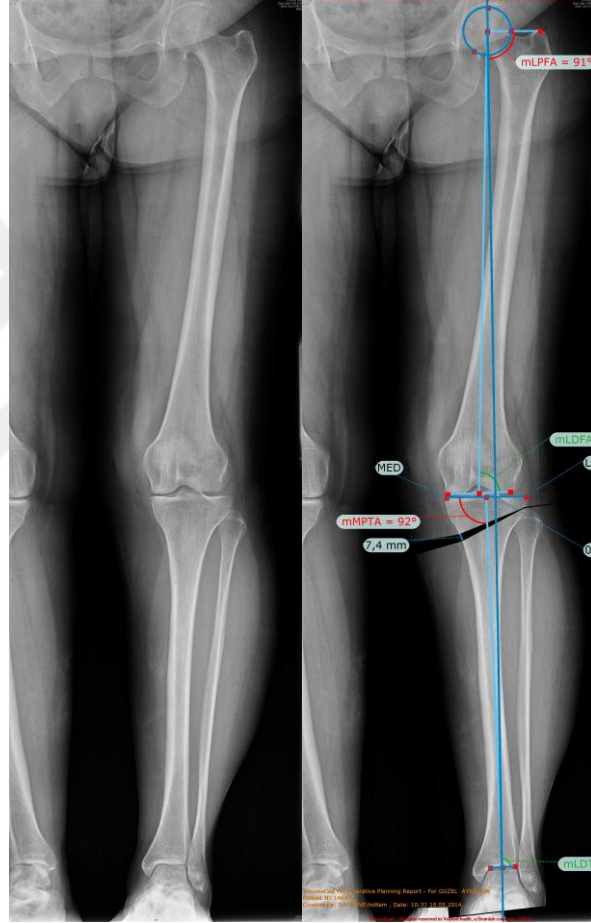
Postoperatif 6. ay eksternal fiksator çıktıktan sonraki grafisi
